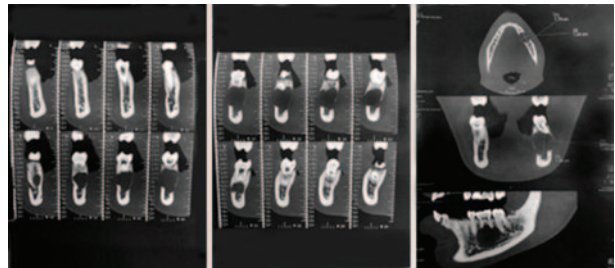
Tomodensitométrie (TDM) de la patiente avec mise en évidence de la taille importante de la lésion, ainsi que de la destruction des corticales osseuses
